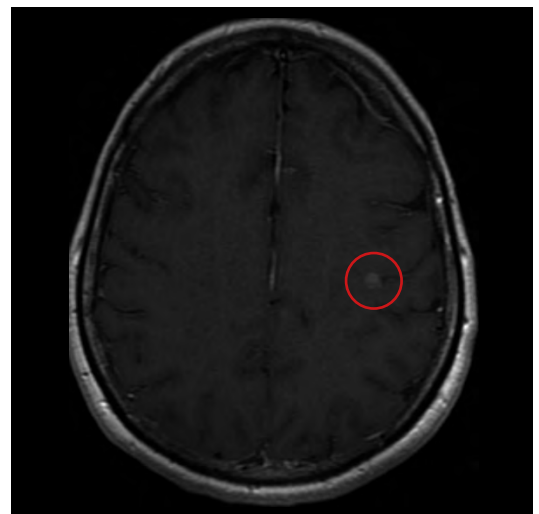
RMN cerebral T1 con contraste en febrero 2017 con una de las lesiones nodulares en fondo de surco a nivel de cisura central frontal izquierda.
